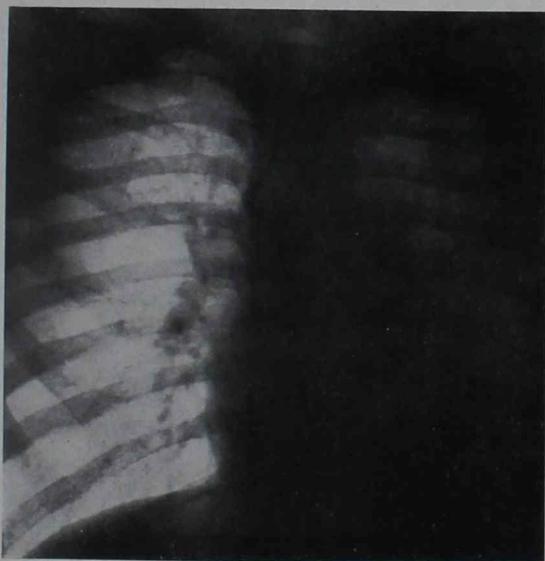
º 1.—Rafael P.—Radiografía del 31 de julio de 1936
